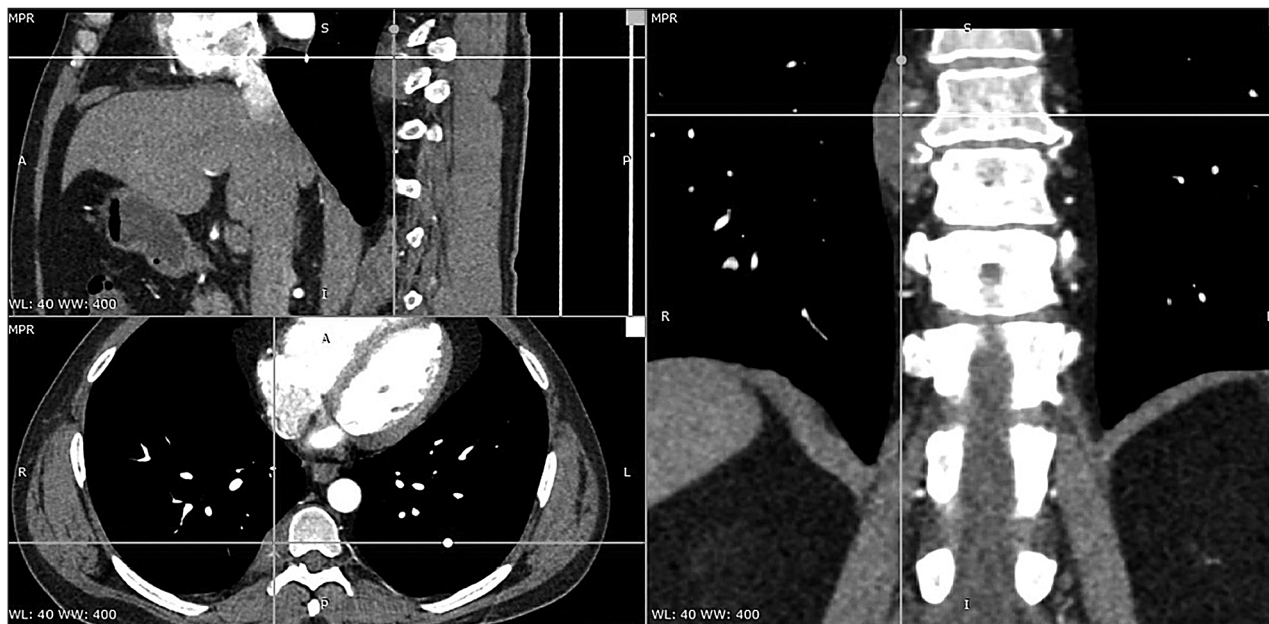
Комп'ютерна томограма хворого С. із пухлиною заднього середостіння
